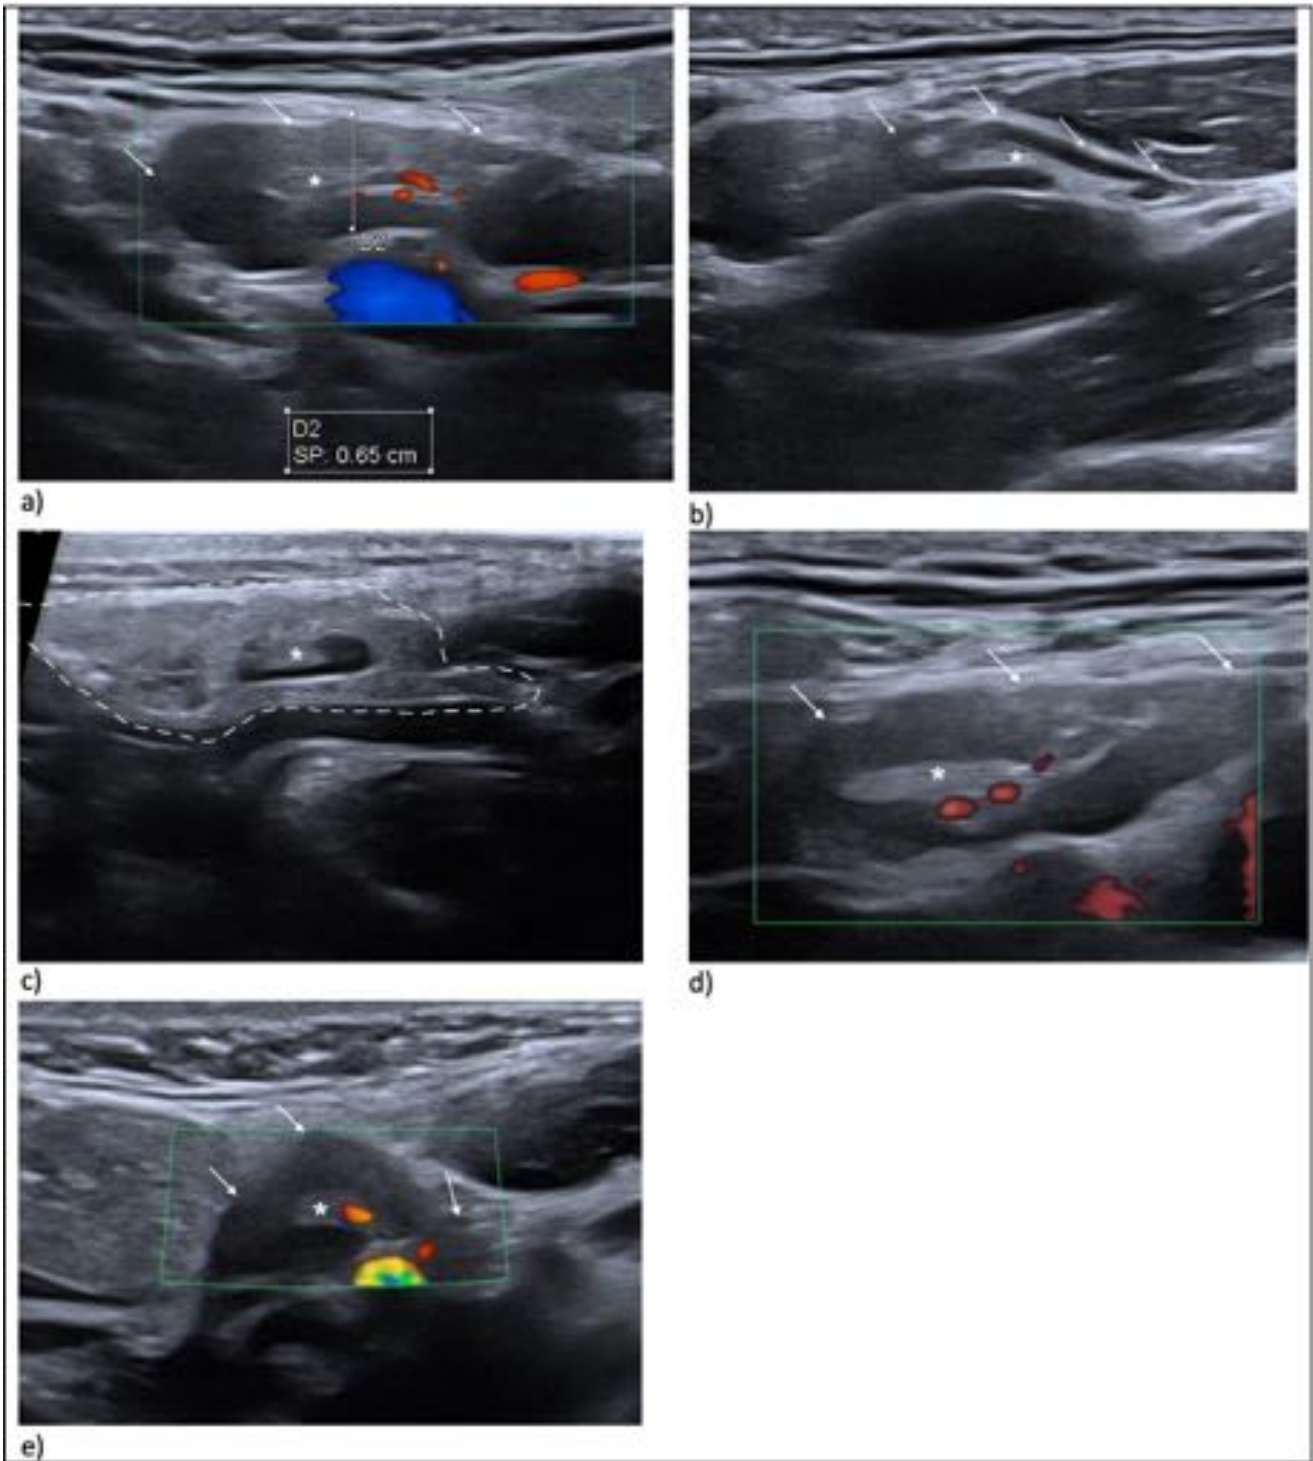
Ejemplos de ganglios linfáticos de características normales; las flechas indican la corteza hipocogénica y los asteriscos el hilio graso hiperecogénico. A) Ganglio en triángulo submandibular con hilio graso identificando flujo Doppler normal. B) Triángulo carotideo. C) Triángulo submandibular, la línea discontinua señala la glándula parótida con un ganglio intraparotideo normal. D) y E) ganglios en triángulo occipital.
